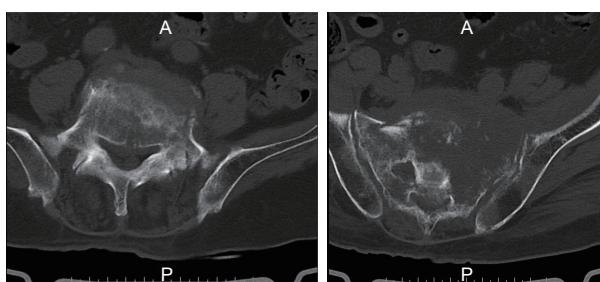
腰椎+骶椎CT：L₅椎体骨转移；S₁、S₂椎体及左侧骶髂关节髂侧骨转移并周围软组织形成，范围较前增大；相应节段骶管及左侧骶孔变窄较前明显。
